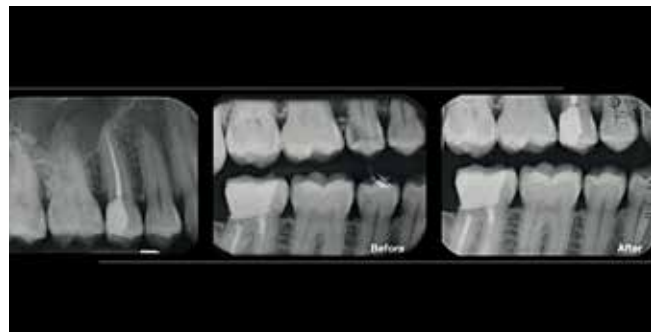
Röntgenkontrollbild nach Abschluss der Behandlung
